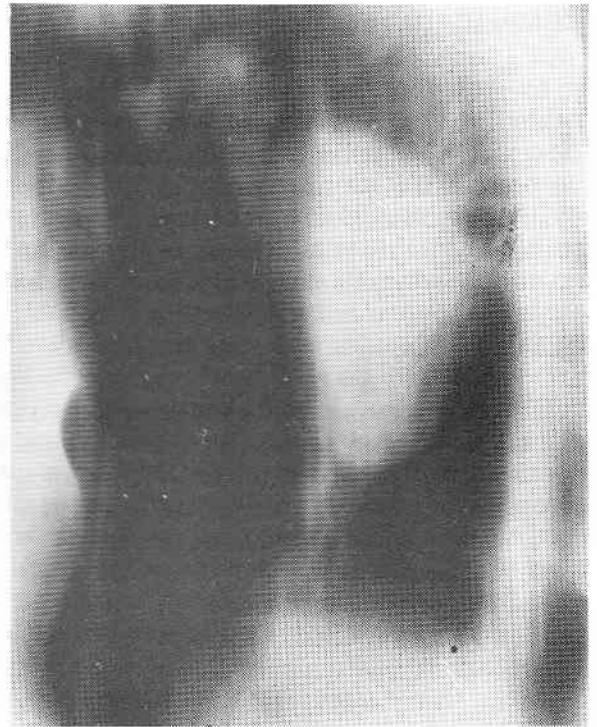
Detalle por tomografía lineal de la lesión de la Fig. 5a.
